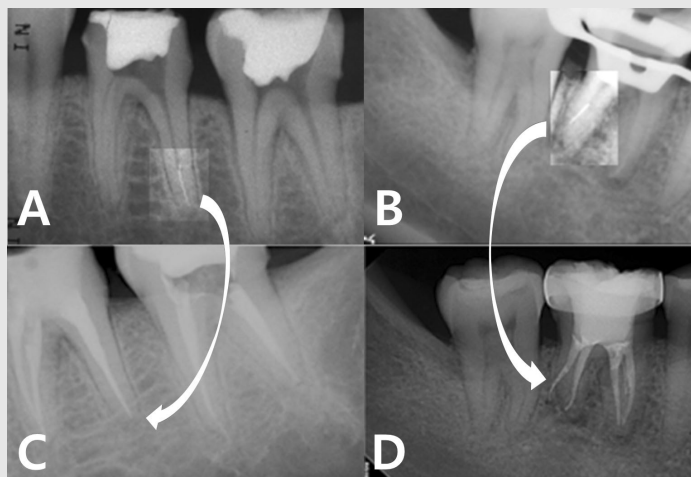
기구 파절이 있으나 제거하지 못하고 우회로를 확보하여 근관치료를 완료한 증례. A, B. 파절편을 있는 술전 혹은 치료 과정의 사진. C, D. 우회로를 만들어 근관 형성을 하고 충전하여 마무리한 방사선 사진.
